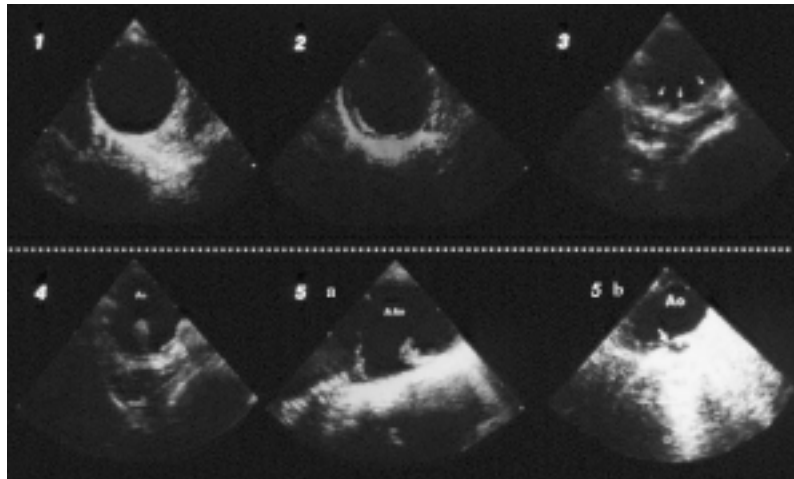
Gradi diversi di ateromasia dell'aorta toracica all'ecocardiografia transesofagea. 1 = aorta toracica discendente normale; 2 = ateromasia non complicata dell'aorta toracica discendente; 3 = placche ulcerate in aorta toracica discendente; 4 = placche complicate con trombosi sovrapposta in aorta toracica discendente; 5 a-b = ulcera penetrante nell'arco aortico.
